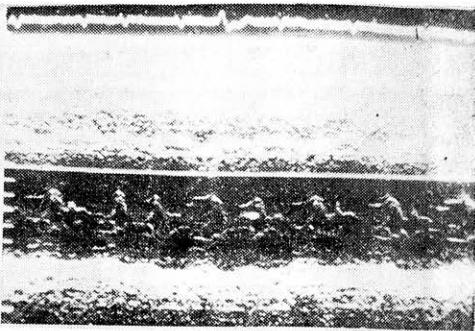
Эхокардиограмма больного С., 50 лет. II стандартная позиция. Атеросклеротический кардиосклероз, мерцательная аритмия.
